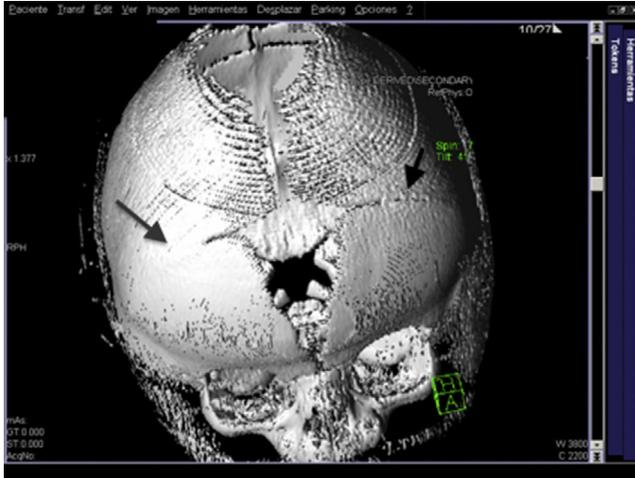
TAC craneal (reconstrucción 3D). Fusión sutura coronal bilateral (flechas). Fontanela anterior muy amplia con desplazamiento anterior.
